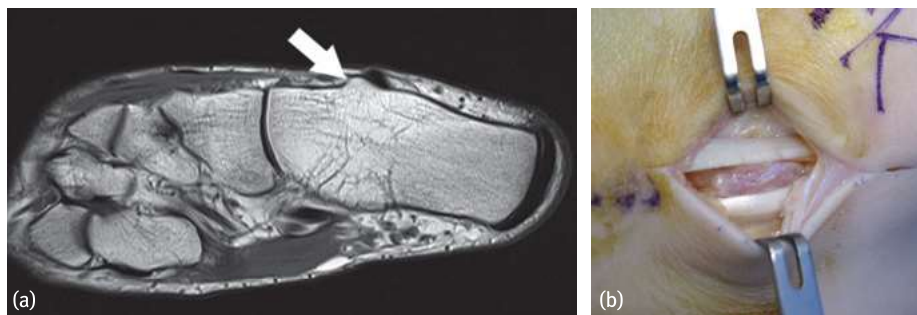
(a) MRT eines 35-jährigen Patienten mit einer Längsruptur der Peroneus brevis Sehne und einem hypertrophen Tuberkulum peroneale (Pfeil). (b) intraoperativer Befund des gleichen Patienten.
